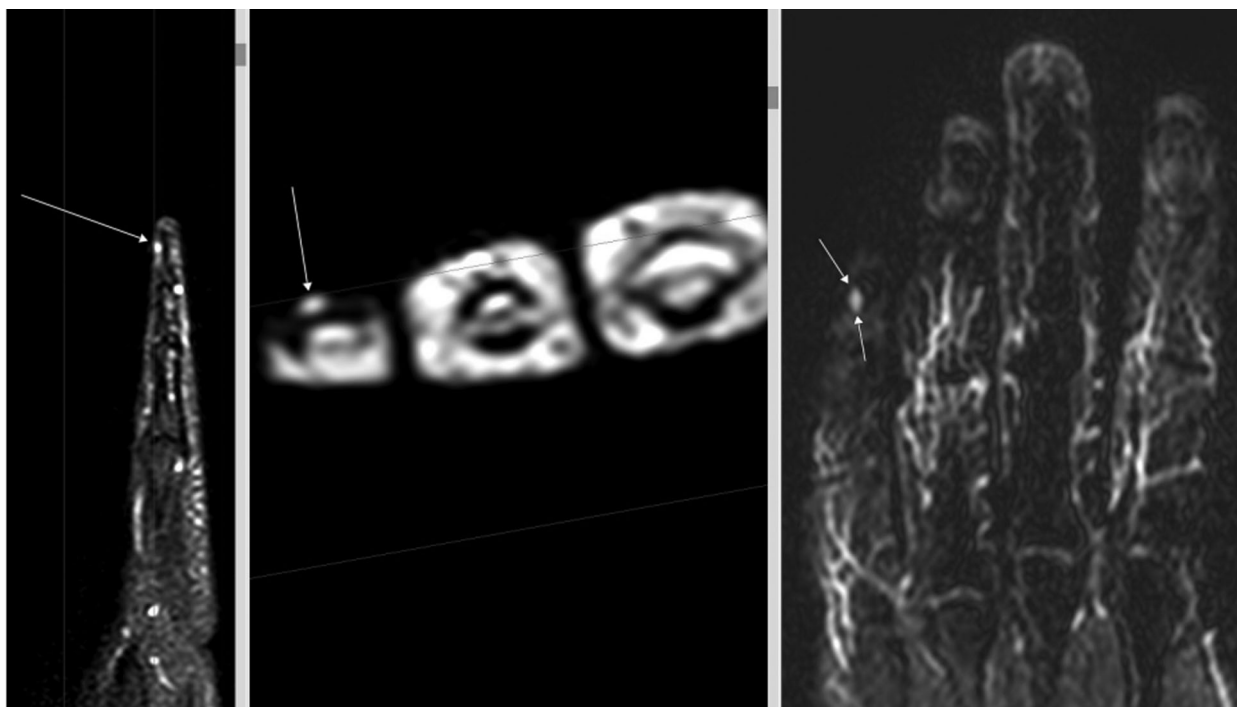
Магнитно-резонансная томография демонстрирует наличие гиперинтенсивного на T2 и T2-FS, изоинтенсивного на T1 МР-сигнала, размерами 0,25 x 0,2 x 0,45 см, перифокальные ткани не изменены
